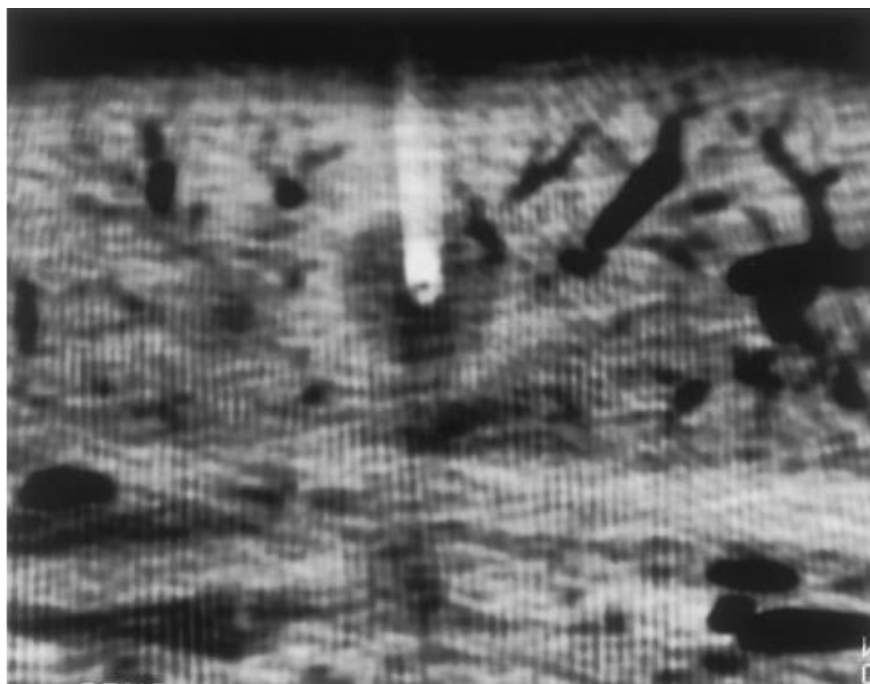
Аксиальная компьютерная томография среза ткани толщиной 8 мм.Arteфакты вызваны металлическим удерживающим устройством [111].
